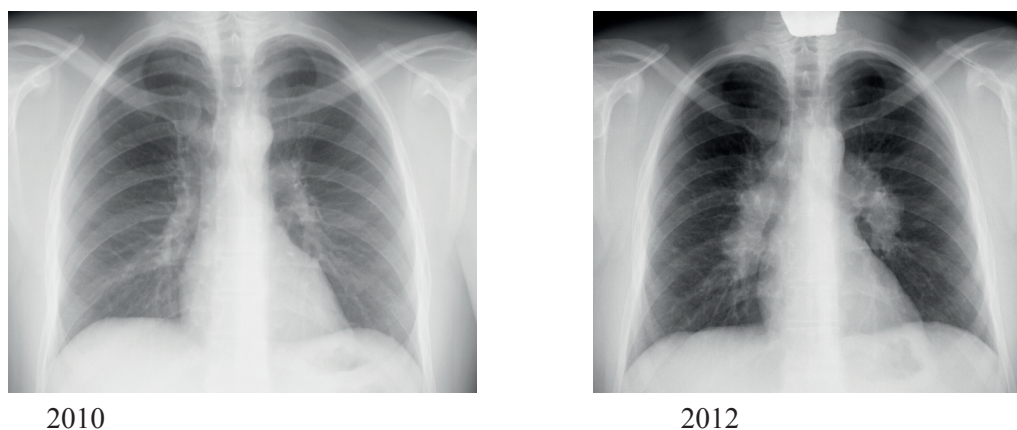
Рентгенограммы органов грудной клетки (описание в тексте)
